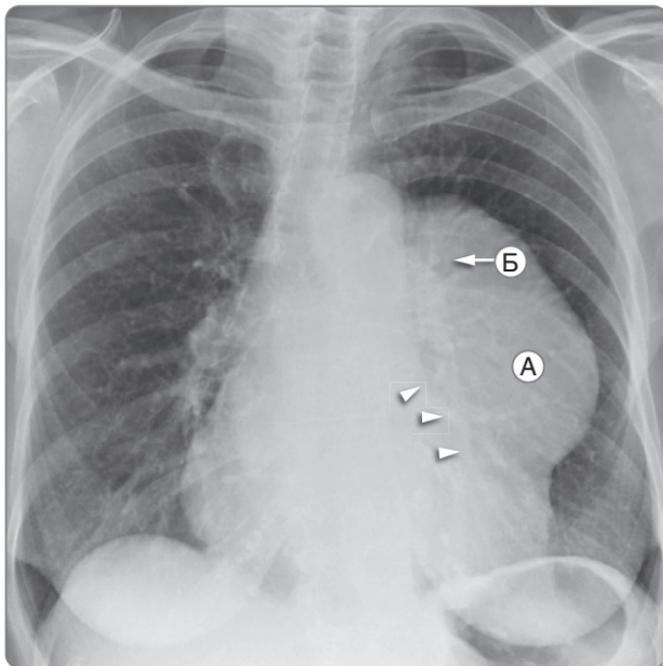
Рентгенограмма органов грудной клетки. Крупное объемное образование с гладкой дольчатой латеральной границей (A). Медиальная граница (указана стрелками) вплотную примыкает к левой границе сердца и изменяет его силуэт, следовательно, образование расположено в переднем средостении (B). Признак проекционного наложения на корень
